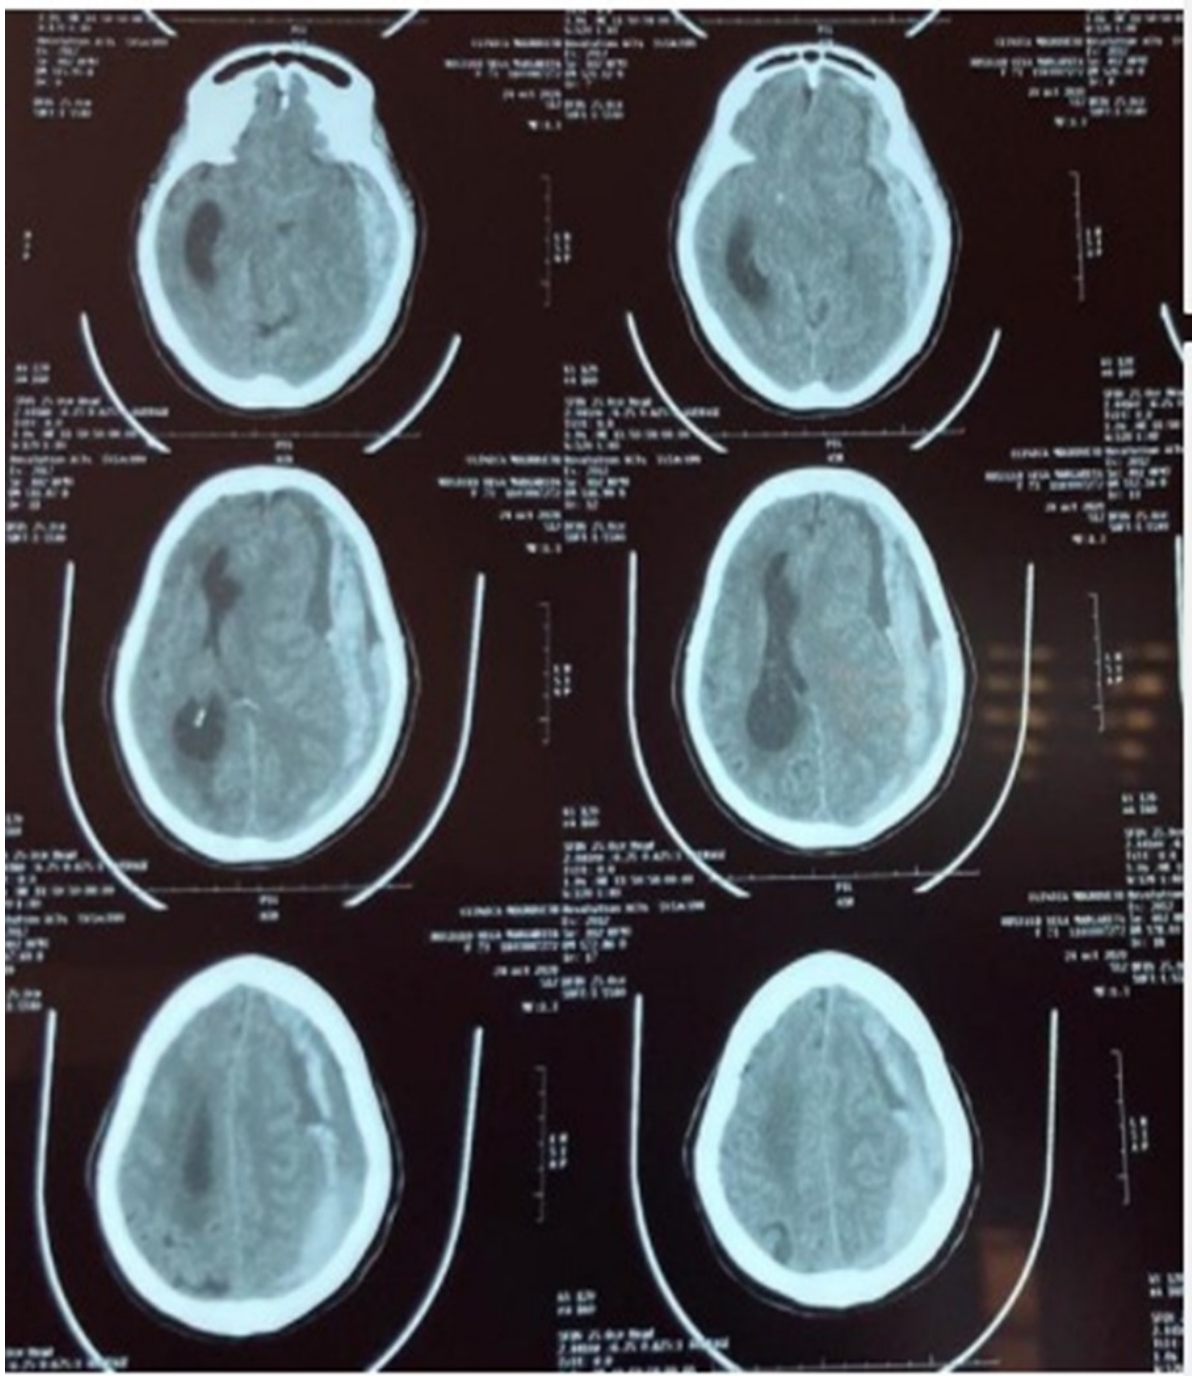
TAC SIMPLE DE CRÁNEO, corte axial: se observa lesión hiperdensa en región hemisferio izquierda que borra los surcos de la convexidad cerebral en relación a hematoma subdural agudo; ejerce efecto de masa y desplaza estructuras, con desviación de la línea media, colapso de ventrículo lateral ipsilateral
